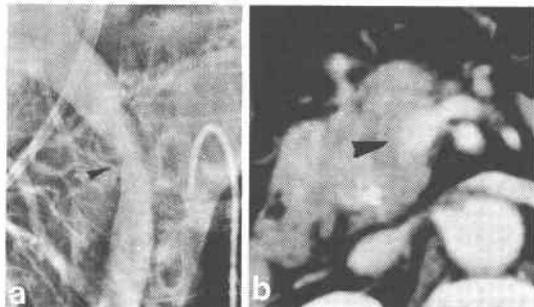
Portal system involvement (compression, arrow). a: angiography, portal phase, b: CT scan
